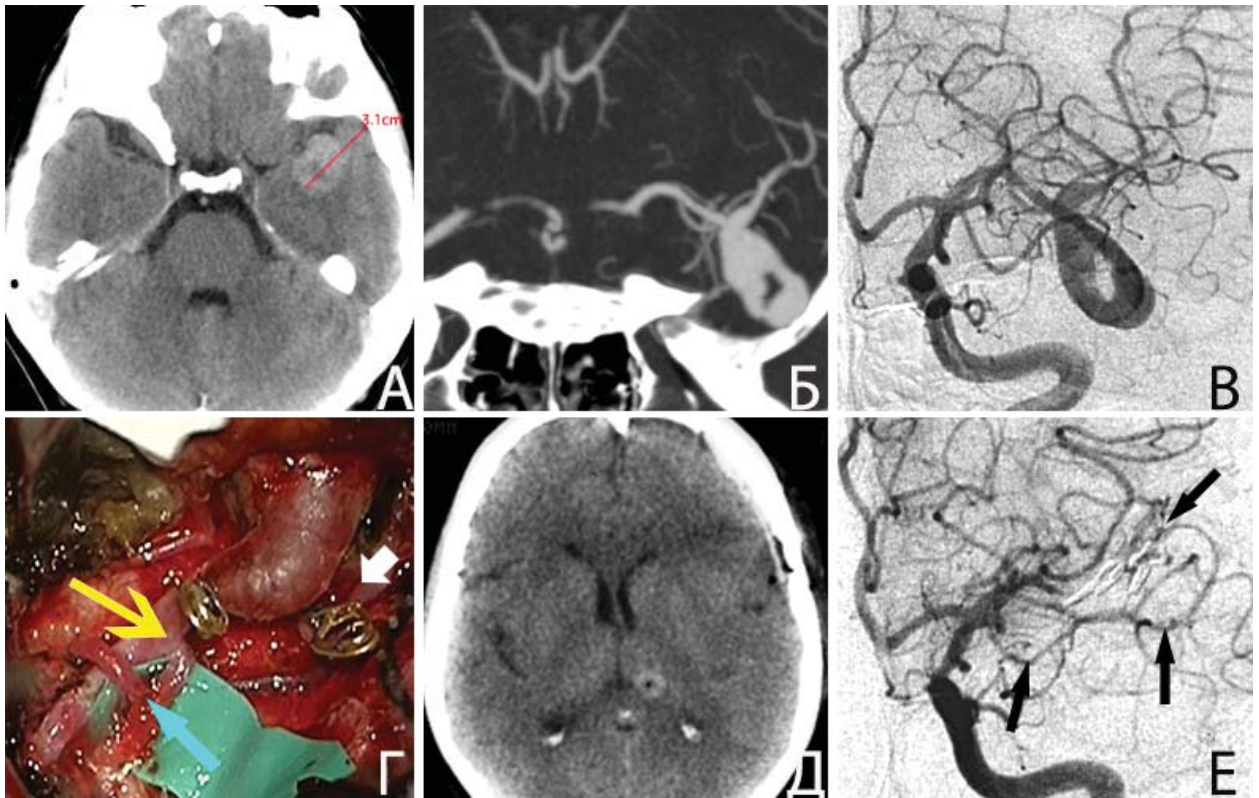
Треппинг ЧТА М2-сегмента левой СМА после создания анастомоза между передней височной артерией и М2-сегментом СМА слева у пациентки Ш., 26 л. А. КТ д/о: видна гигантская ЧТА СМА слева; Б, В. КТА (MIP) и ЦАГ до операции: видна контрастируемая часть (в виде петли) ФА М2-сегмента СМА слева; Г. интраоперационная фотография: треппинг аневризмы после создания анастомоза (указан голубой стрелкой) по типу «конец в бок» между пересеченной в дистальных отделах передней височной артерией и М2-сегментом СМА слева. Белой стрелкой указан М2-сегмент до (проксимальнее) аневризмы. Желтой стрелкой указана бифуркация М2-сегмента после (дистальнее) аневризмы; Д. КТ п/о: отсутствие ишемических церебральных нарушений; Е. ЦАГ п/о: полное выключение аневризмы, передняя височная артерия левой СМА, являющаяся донором дистальных отделов выключенного вместе с аневризмой М2-сегмента, указана стрелками
